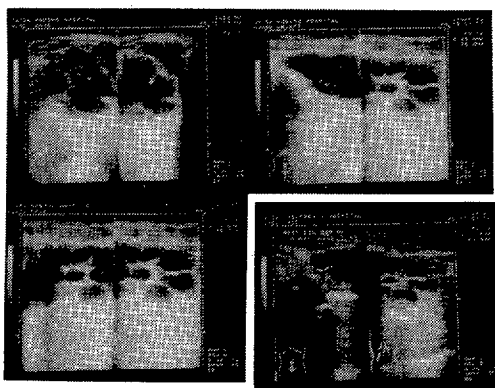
CIC排尿前, 後(右下段)での腎および膀胱 エコー所見の変化(case 3)
